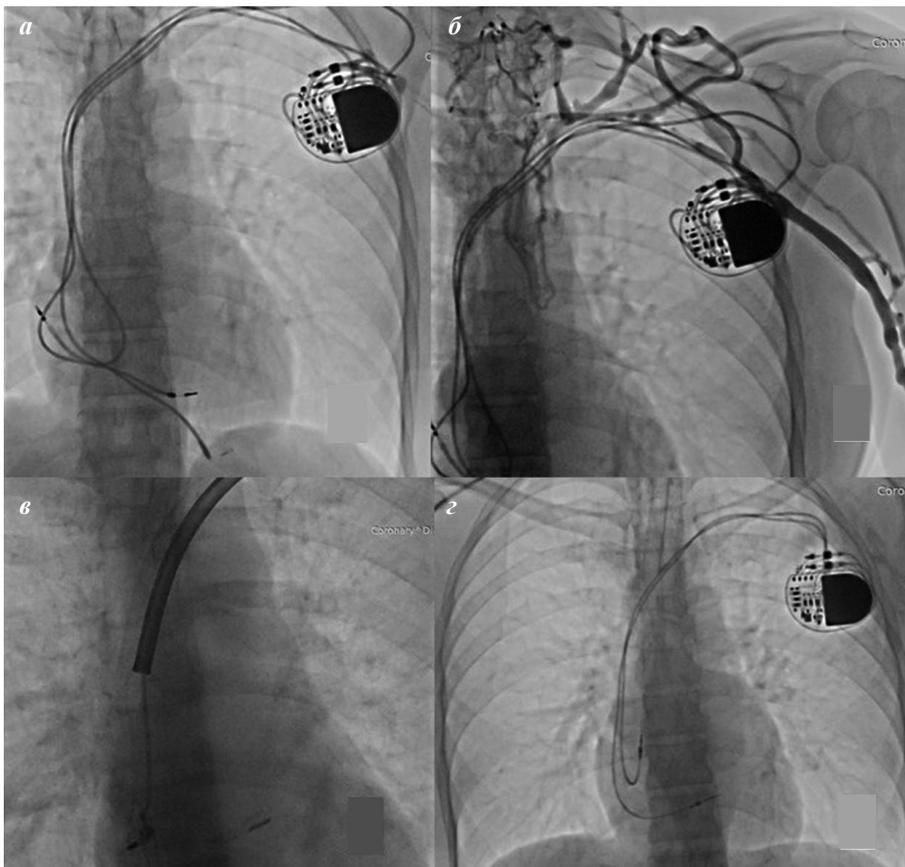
Удаление сломанного электрода с реканализацией окклюзированной вены и имплантация новых электродов: а - исходная рентгенография грудной клетки; б - флебография, выявлена окклюзия подключичной и безымянной вен; в - фиксация электрода ловушкой бедренным доступом для реканализации вены ротационным дилататором, з - рентгенография грудной клетки после операции, имплантированы новые электроды.
